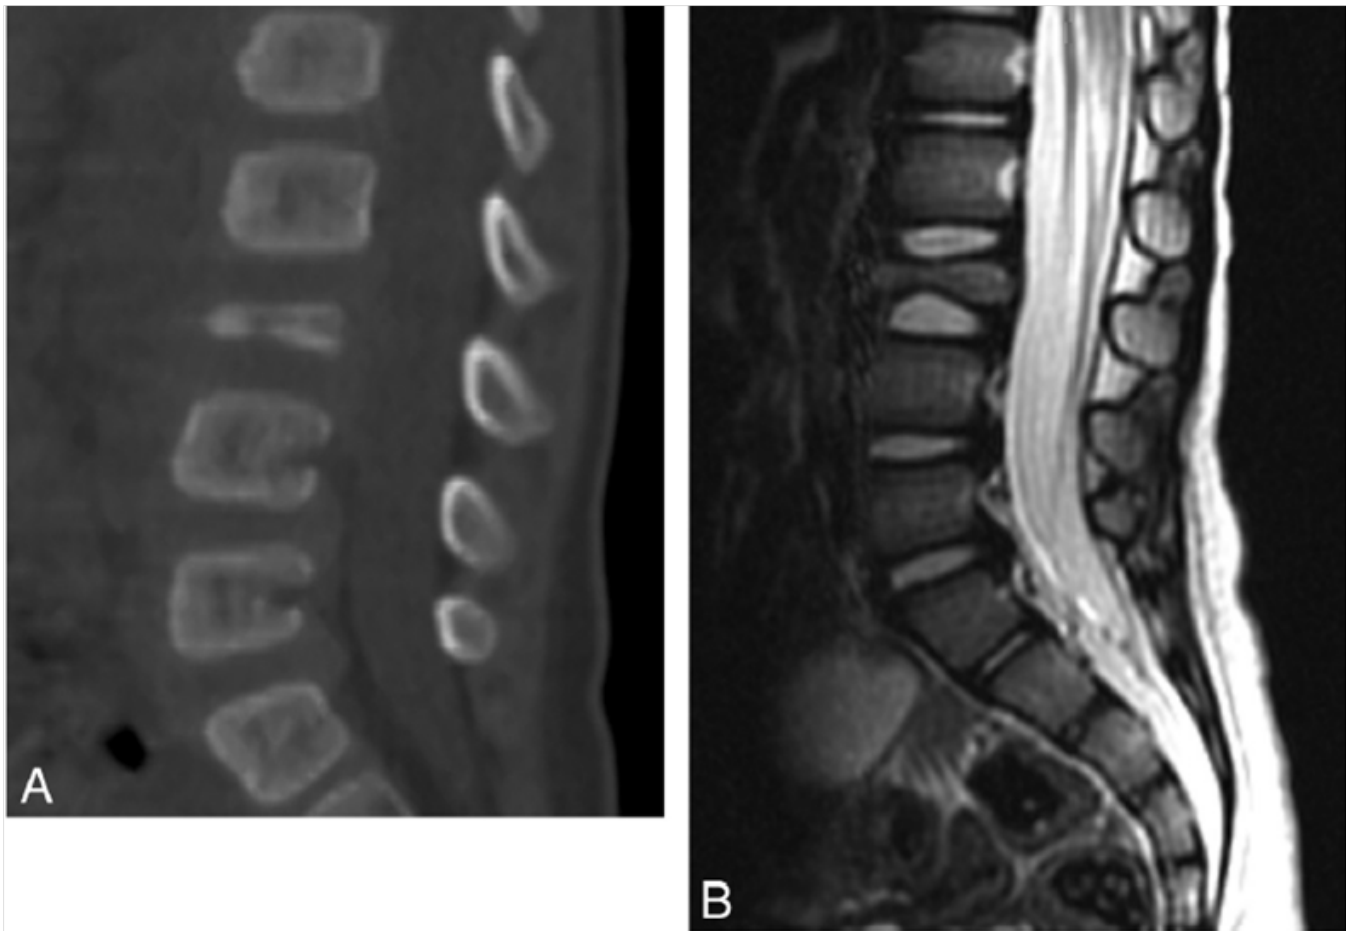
Histiocitosis de células de Langerhans, muestra una □ vertebra plana en un niño de 18 meses. A. TC sagital de columna lumbar muestra un colapso del cuerpo vertebral de cuerpo de L3. B, RM sagital T2 de columna lumbar muestra una deformidad en vertebra plana con disminución de la altura de cuerpo de L3 y preservación de los discos intervertebrales adyacentes.
